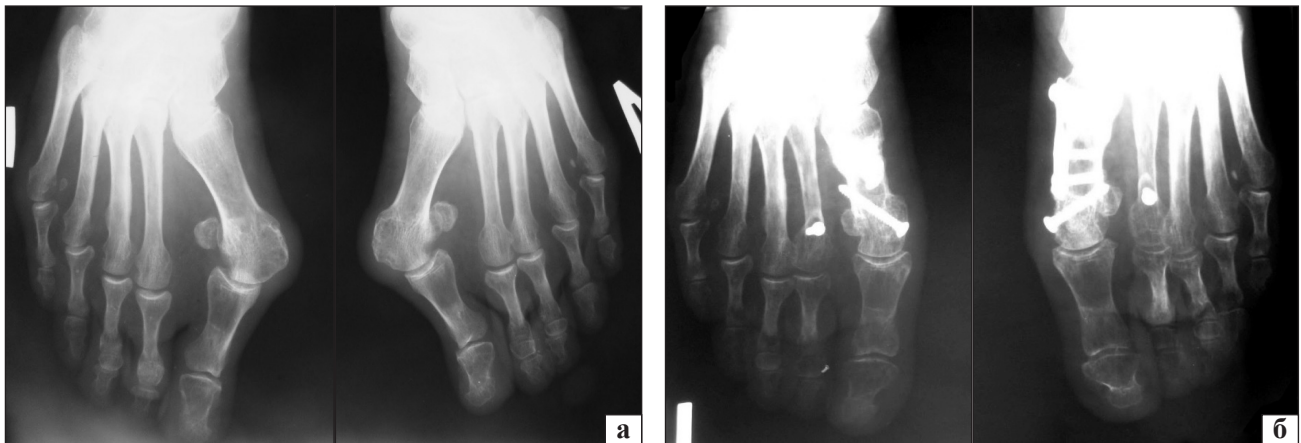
Рентгенограми переднього відділу правої стопи пацієнтки Д., 56 років, передньо-задня проєкція: до (а) та через 2 роки (б) після операції
